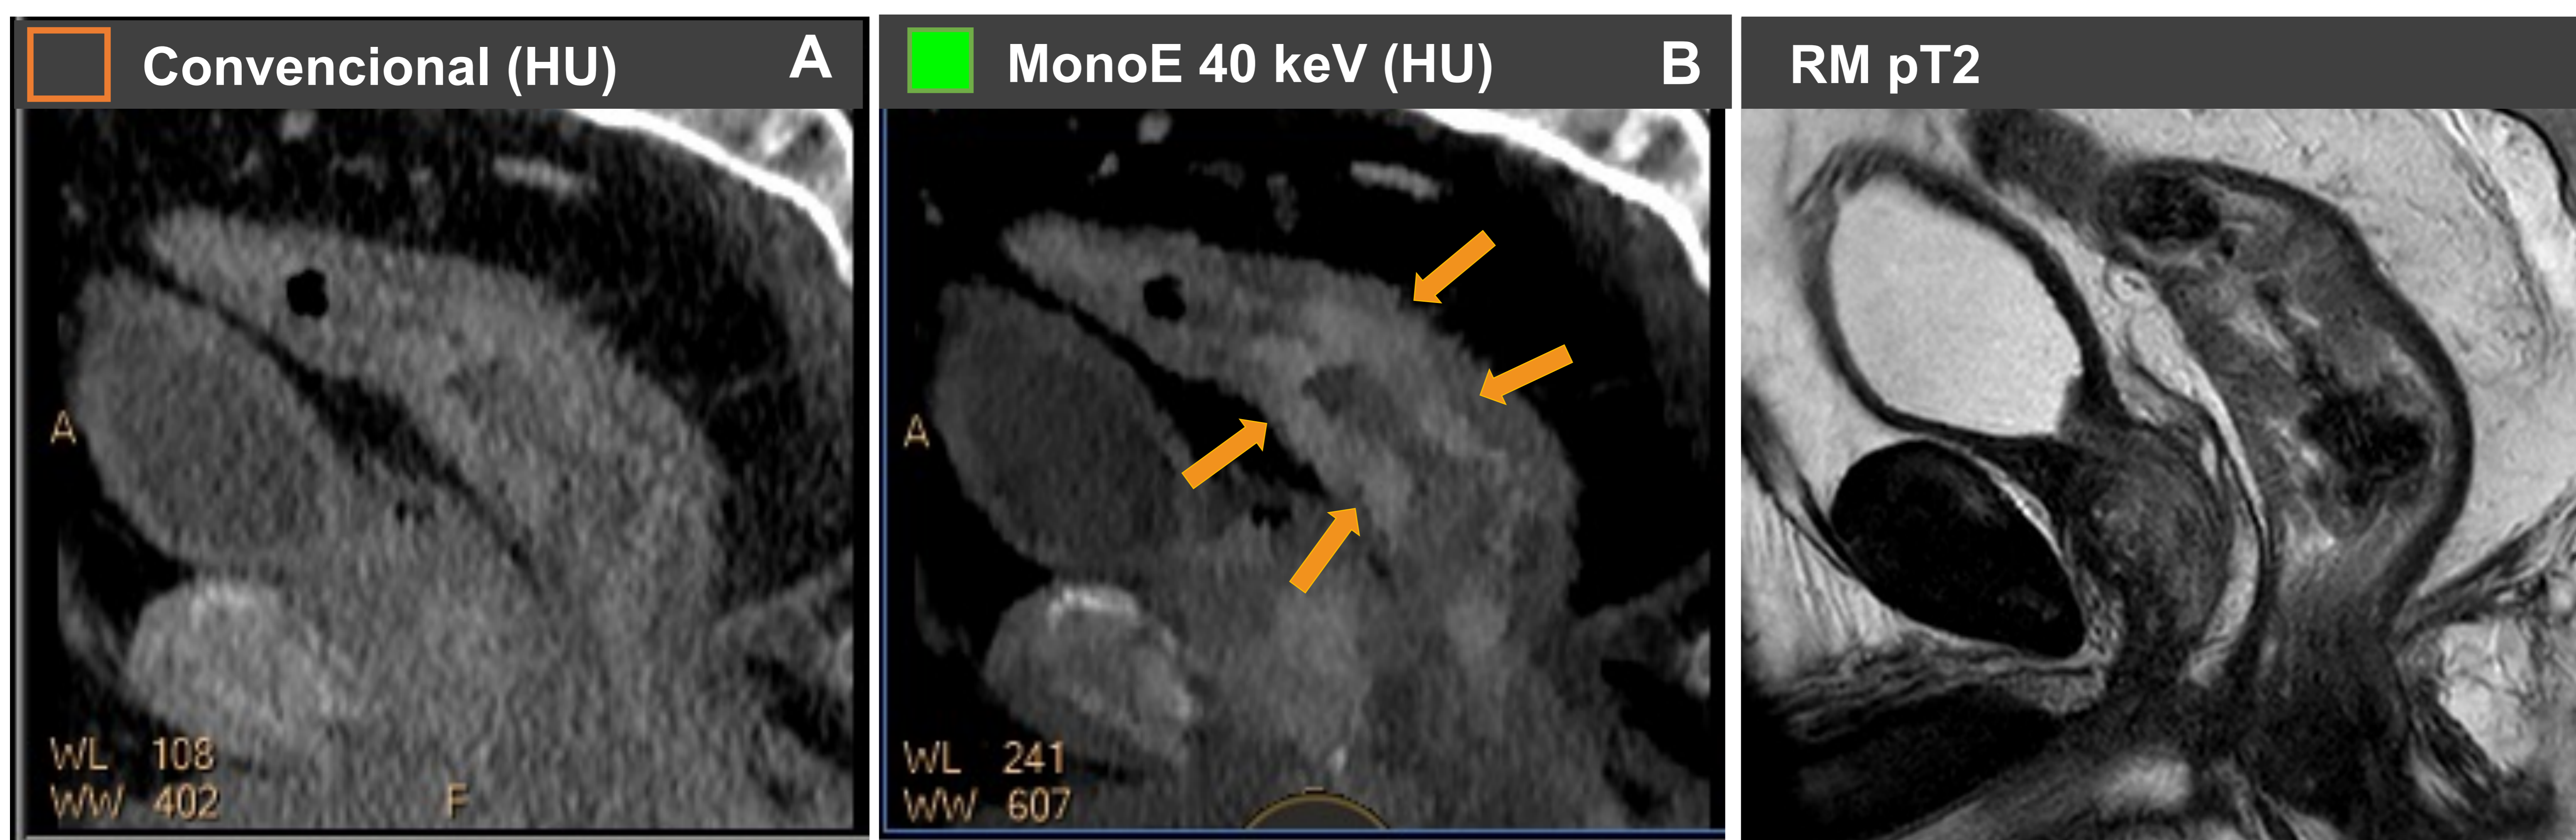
A y B. Reconstrucción sagital del recto de TC con adquisición en fase venosa. C. Adquisición sagital de RM de recto con secuencia pT2. A. Engrosamiento mural nodular, irregular y concéntrico en recto medio. B. En el mapa monoE de baja energía (40 Kev) se observa con mayor claridad la captación de contraste patológica y la mejor delimitación de la lesión. C. Correlación del mismo caso con RM de recto. (Resultado de Anatomía Patológica: Adenocarcinoma de recto).
